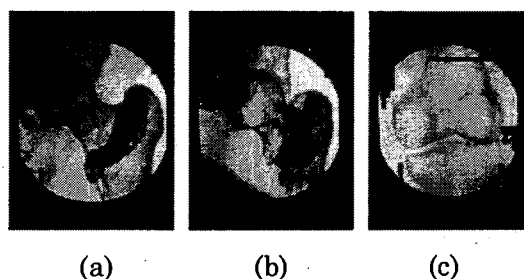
X-ray fluoroscopic images. (a) frontal image of proximal part, (b) lateral image of proximal part, (c) distal part.
